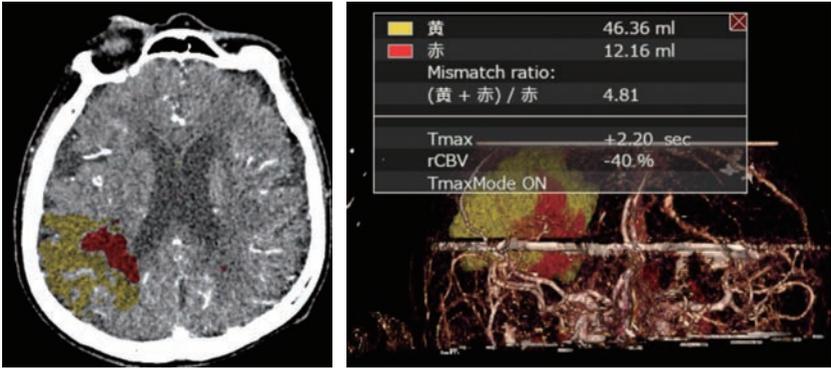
Perfusion CT (Vitrea) が示す虚血コアとペナンプラの1例
